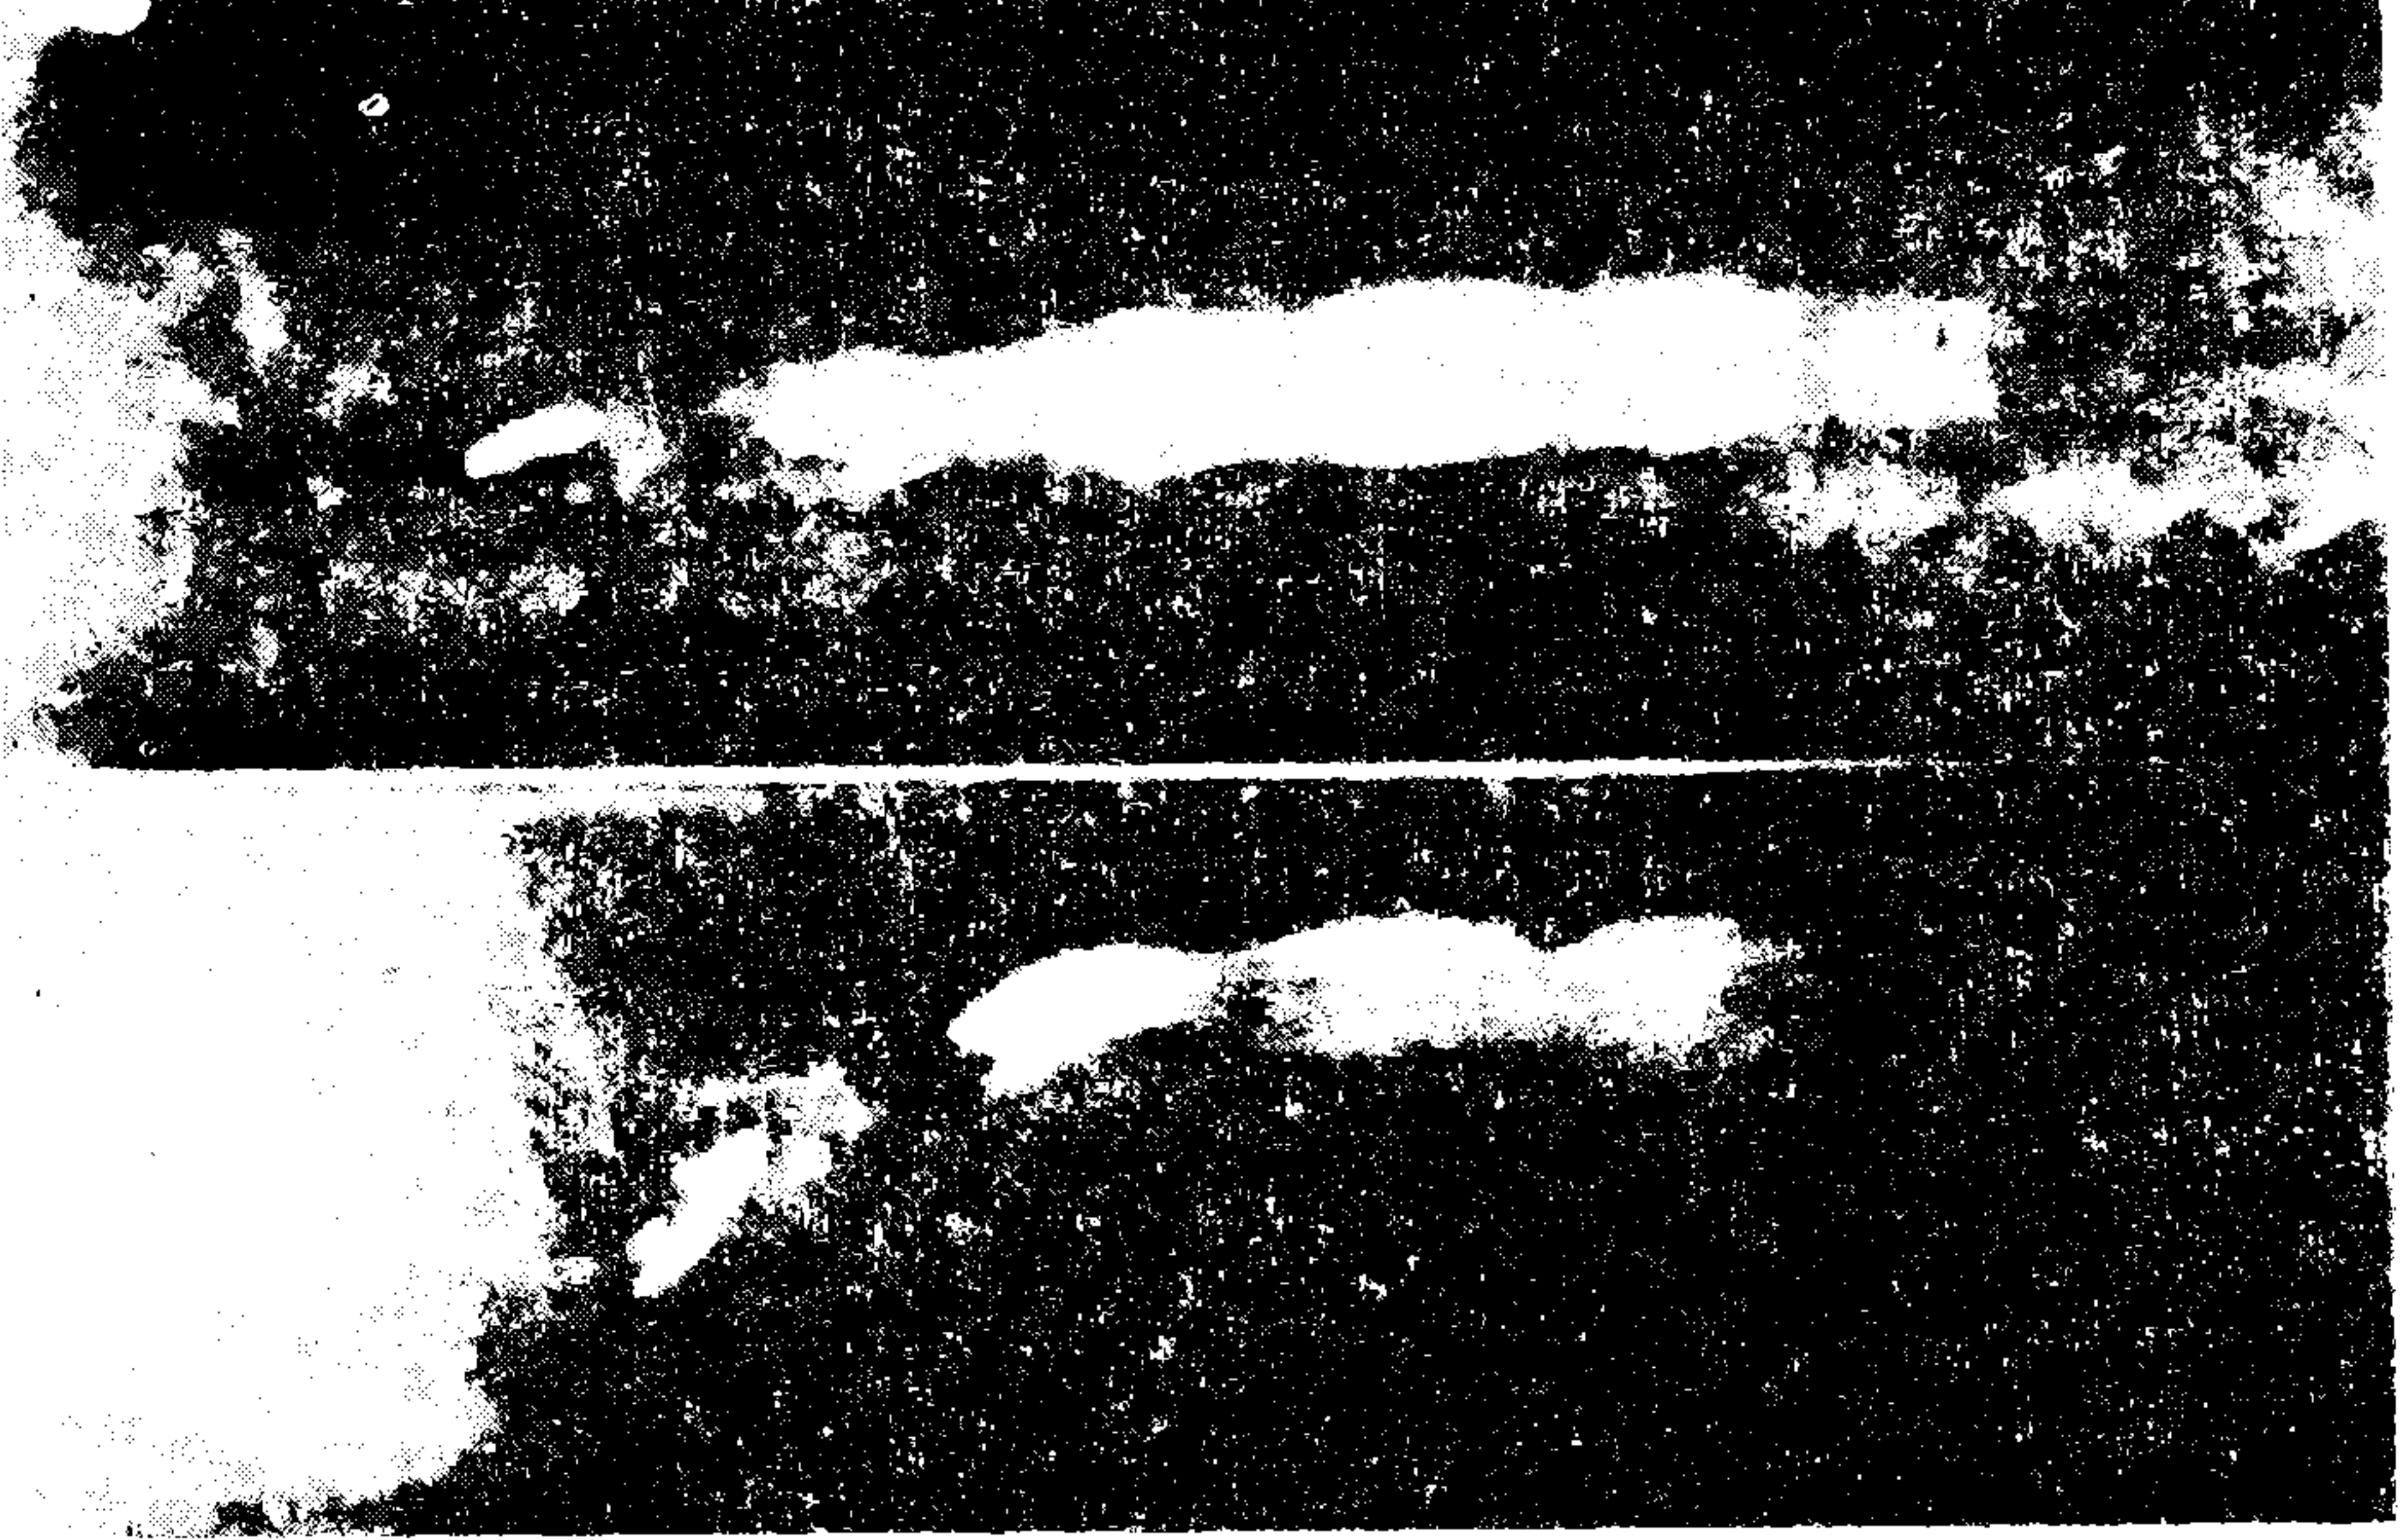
Lomber spinal kanal darlığı olan diğer bir olgumuzda alt lomber (L_{4/5}, L₅/S₁) seviyede radikülografide kontrastın segmentasyonu. (AP pozisyonlarında).
